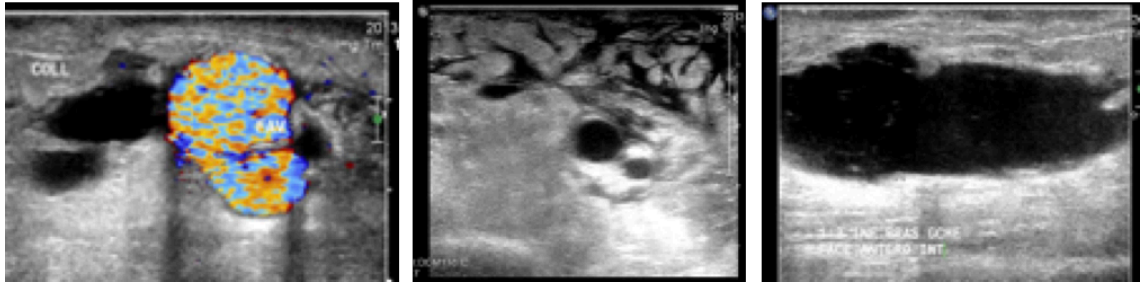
Échodoppler Mode B, couleur et pulsé d'une FAV huméro-basilique de 9 jours chez un diabétique ; issu du pus à travers la cicatrice opératoire, présentant collection liquidienne à proximité de la FAV et œdème du tissu sous cutané [67]
